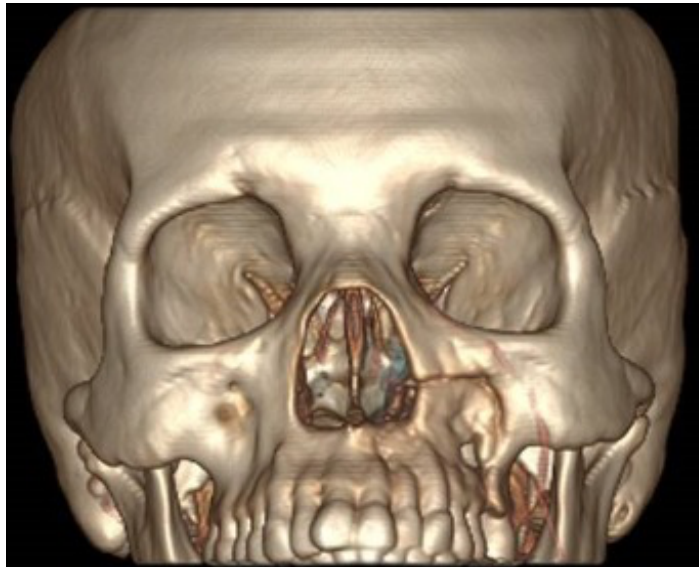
Tomografía computarizada de macizo facial en reconstrucción 3D, donde se observa fractura patológica y delimitación ósea en región de apertura piriforme izquierda la cual continúa hacia arbotamnte cigomaticomaxilar izquierdo. Fuente: archivo clínico ISSEMyM
